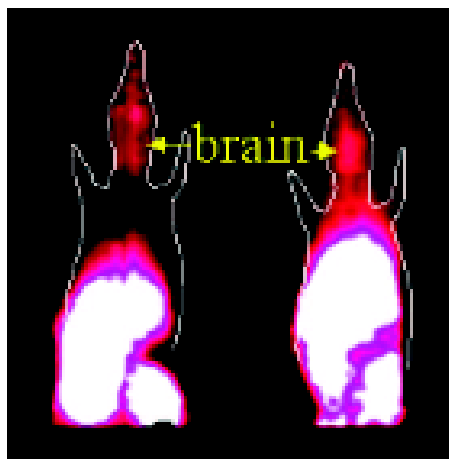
Kleintier-PET von [^{68}Ga]3-ethoxy-ENBDMPI von FVB-Wildtypmäusen (links) und pGP 1a/1b (-/-)-Mäusen (rechts) 5 Minuten p.i. [53]
